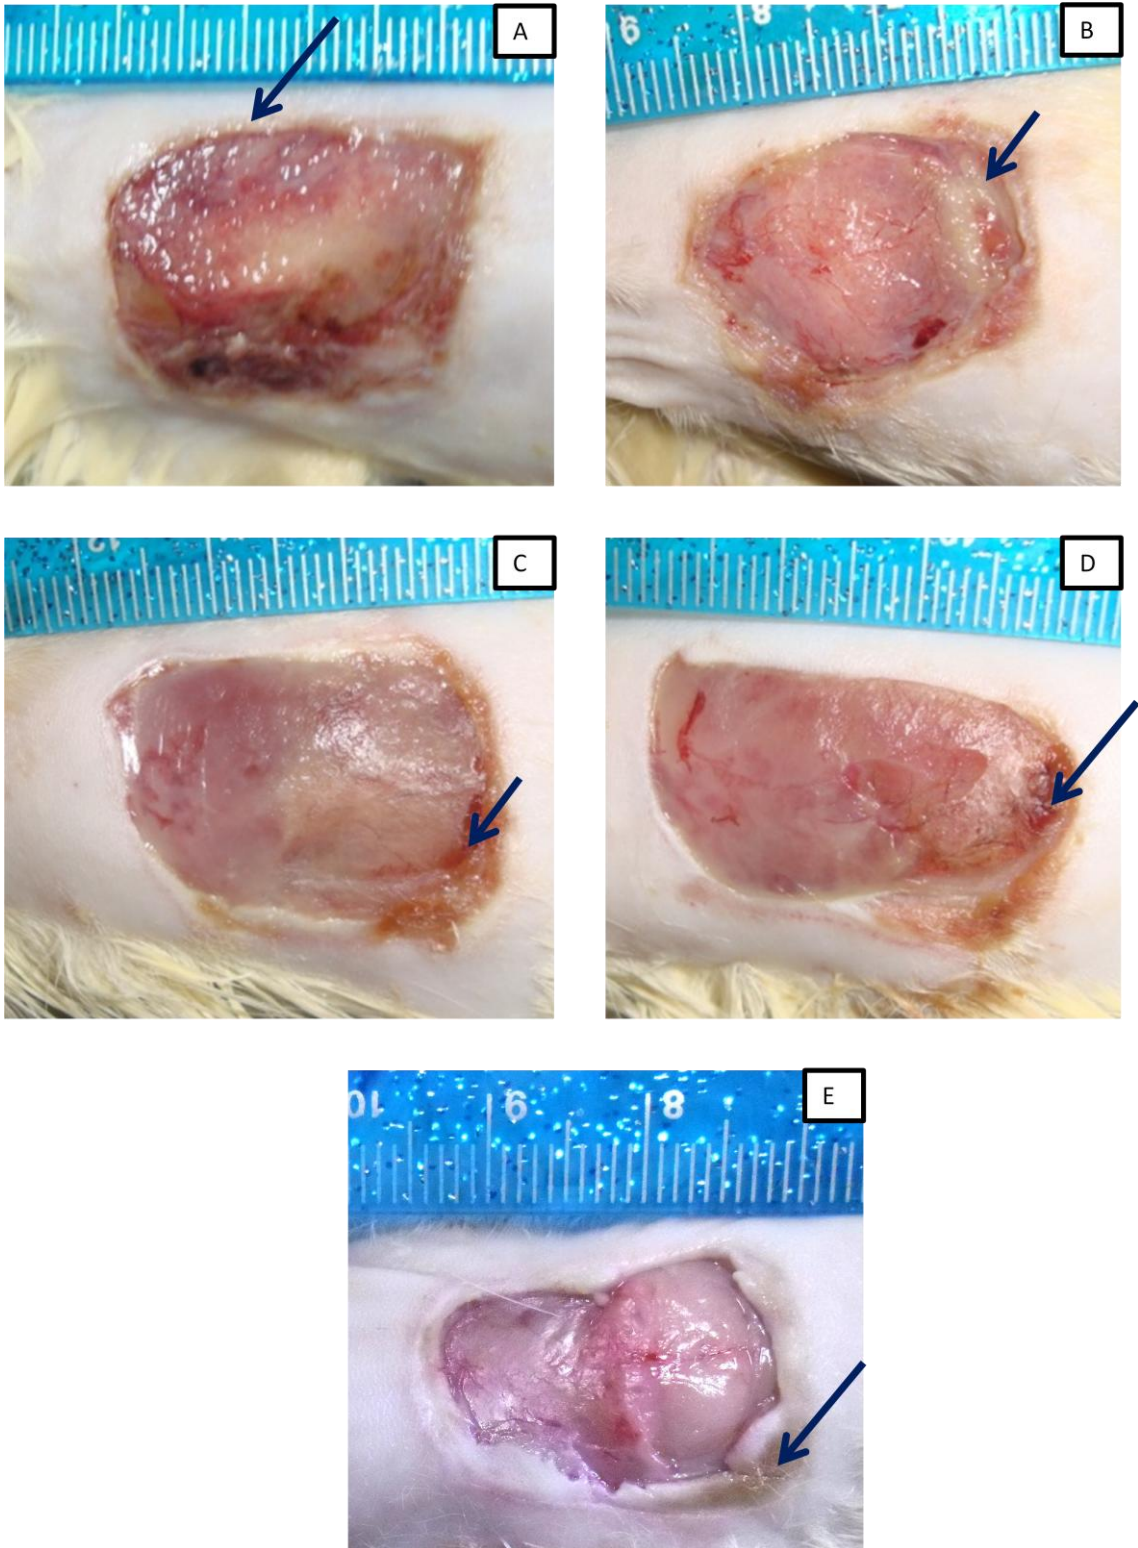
Lesões por queimadura de terceiro grau experimentalmente provocadas em ratos no 3º dia após a indução da lesão. A: ferida no grupo FEV. Seta: hiperemia em região marginal de borda superior. B: ferida no grupo FEVL27. Seta: área de necrose em borda superior. C: ferida no grupo FEVL53. Seta: formação de crosta em borda inferior. D: ferida no grupo FEVL76. Seta: formação de crosta em borda inferior. E: ferida em CT. Seta: Área de necrose em toda borda inferior e lateral esquerda.
